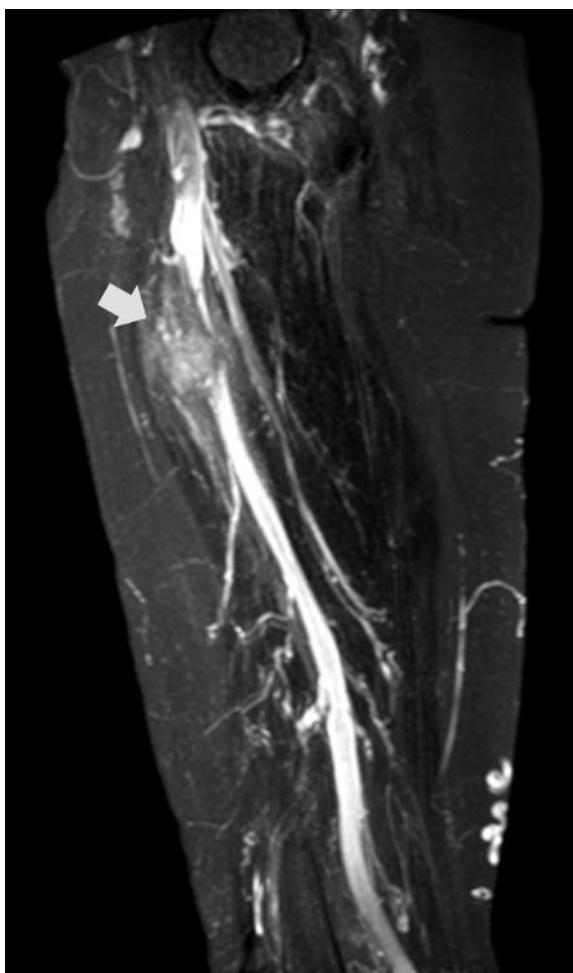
Ressonância Magnética (RM) T2 Sagital. Lesão de limites bem definidos, medindo 2,8 x 2,3 x 2,2cm (medida prévia = 2,3 x 2,3 x 2,3 cm indissociável dos vasos femorais superficiais e na topografia do nervo safeno no 1/3 proximal da coxa esquerda, a cerca de 4,8 cm da superfície cutânea anterior da coxa, com redução das áreas de edema captante de contraste de permeio e trajeto de biópsia prévia em direção à pele e subcutâneo da face anterior e medial da coxa esquerda
